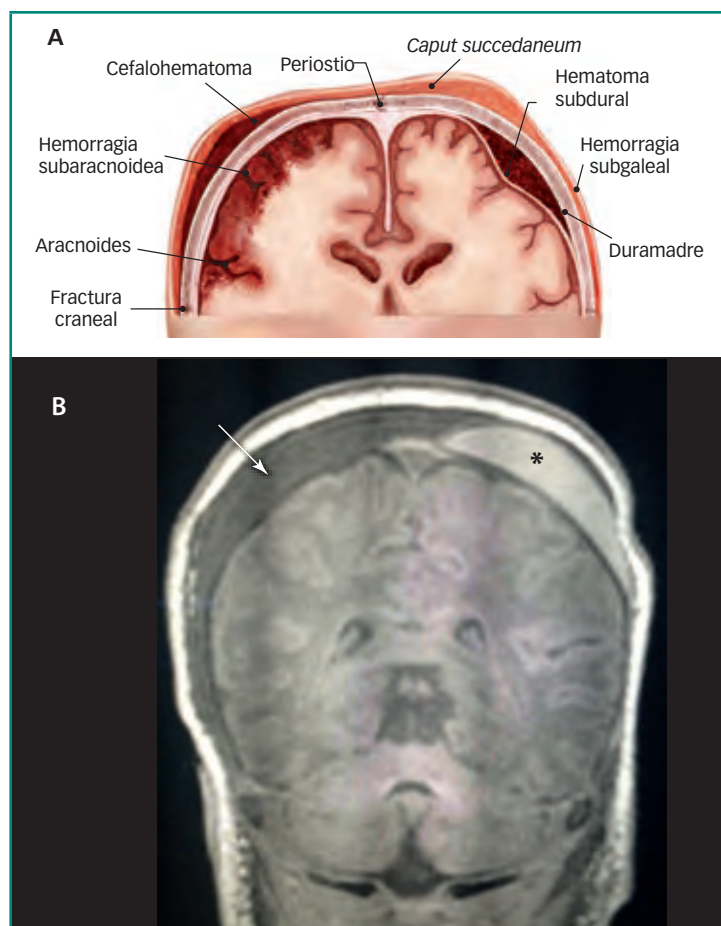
Cefalohematoma y *caput succedaneum*. Resonancia magnética cerebral de un recién nacido, imagen coronal potenciada en T1. El paciente presenta un cefalohematoma (asterisco), limitado por el periostio del hueso parietal izquierdo. Por tanto, este tipo de hematomas estará limitado por las suturas. El *caput succedaneum* (flecha) es una colección serosanguinolenta ubicada en el tejido celular subcutáneo y, por tanto, no limitado por las suturas.
